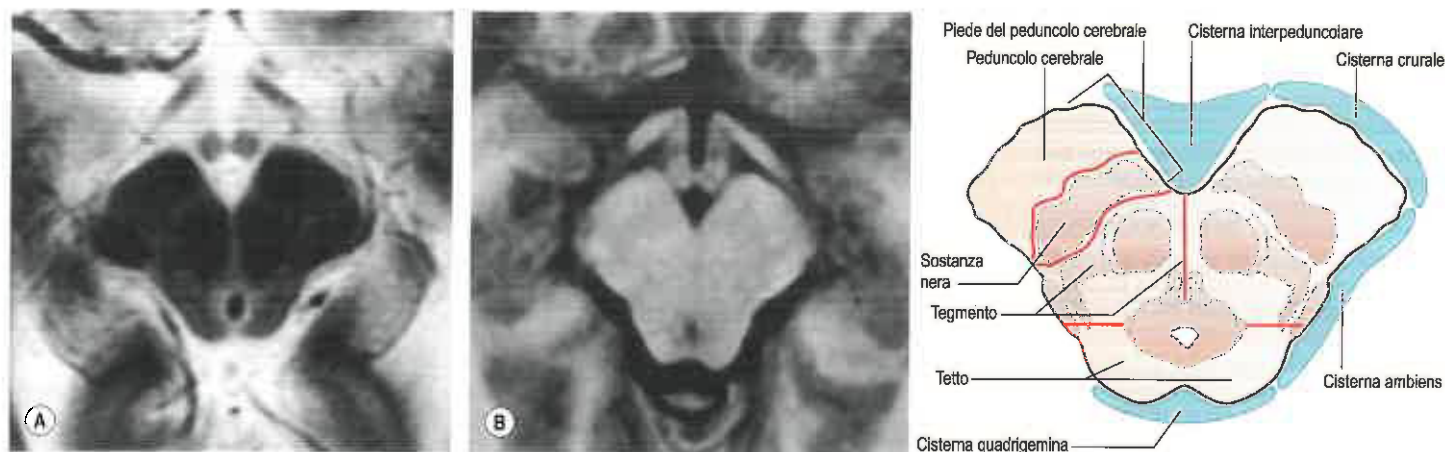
Rapporto topografico delle regioni del mesencefalo e le cisterne adiacenti, confrontabili con immagini RM T2-pesate in (A) e T1-pesate in (B). (Da Haines D, *Fundamental Neuroscience for Basic and Clinical Applications*, 4th Edition, 2013, Saunders, Elsevier.)
